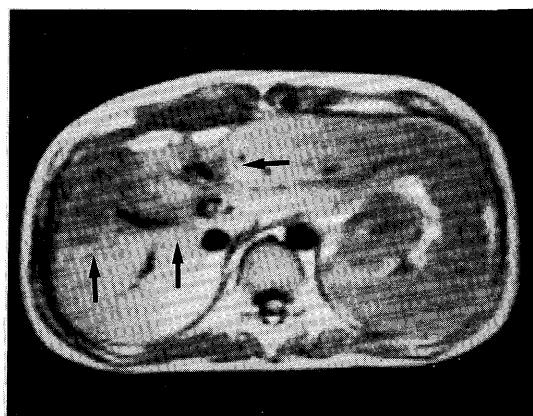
MRI performed three months after radiotherapy shows a zone of decreased signal intensity (arrow) on T<sub>1</sub>-weighted image.
